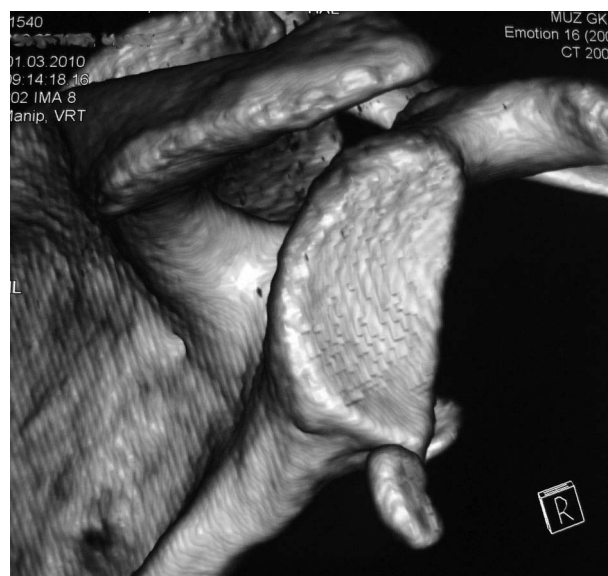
КТ с 3D-реконструкцией суставной поверхности лопатки пациента А. до операции.
